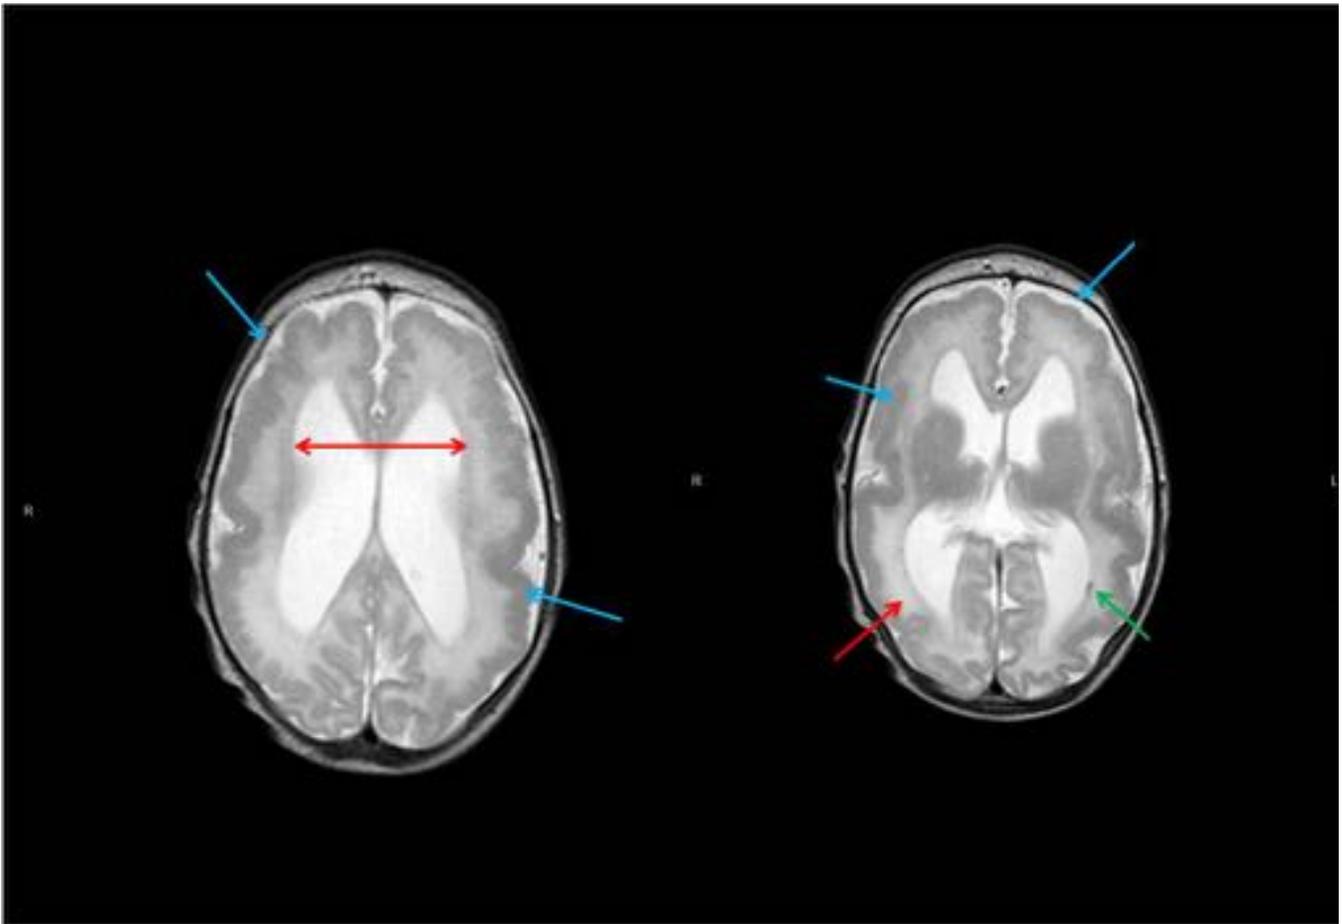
Figura 5. Secuencias potenciadas en T2 de la resonancia cerebral del niño de la figura 3. Presenta un conjunto de malformaciones del desarrollo con polimicrogiria difusa de ambos hemisferios cerebrales (flechas azules), leucoencefalomalacia periventricular que condiciona gran ventriculomegalia (flechas rojas) y calcificaciones subependimarias (flecha verde).
